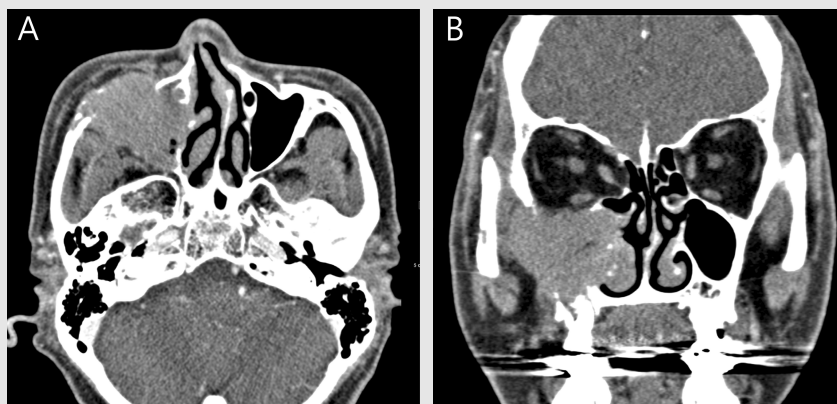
Axial CT image (a) showed a soft tissue mass that occupied the entire space of the right maxillary sinus. The mass intruded into not only the postero-lateral and the anterior walls of the right maxillary sinus, but also partially into the medial wall. On coronal CT image (b), the lesion has destroyed the most of the bony walls, including the inferior wall of the right orbit.
